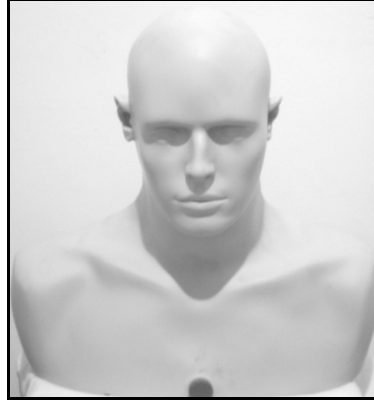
İnsan vücut fantomu (Doldurulabilir Tüm Vücut PET Fantomu). Fantom 100 Kg ağırlıklı erkek bir hastayı taklit edecek şekilde oluşturuldu. Fantom Üç ana bağımsız parçadan oluşmaktadır (Omuz-Baş, Akciğer-Göğüs Kafesi ve Pelvis-Alt Ekstremitte Bölümleri). Her bölüm içine su ve [ $^{18}\text{F}$ ]-FDG doldurulabilecek şekilde tasarlandı.
